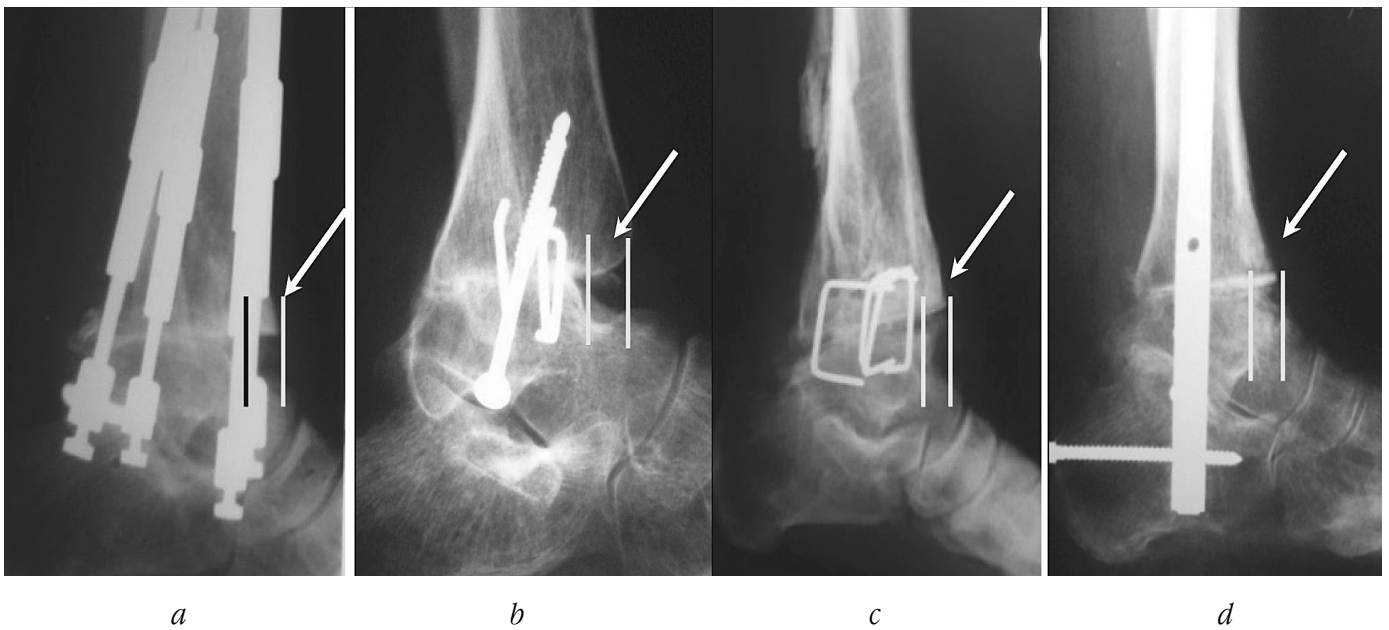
Рентгенограми над'яtkово-гомількового суглоба у боковій проекції після виконання резекційного артродезу за модифікованою методикою (стрілками позначено зміщення стопи до заду) у пацієнтів основної групи з застосуванням АЗФ (2а), гвинтів і скоб (2в), скоб (2с), блокованого інтрамедулярного стержня (2д)
